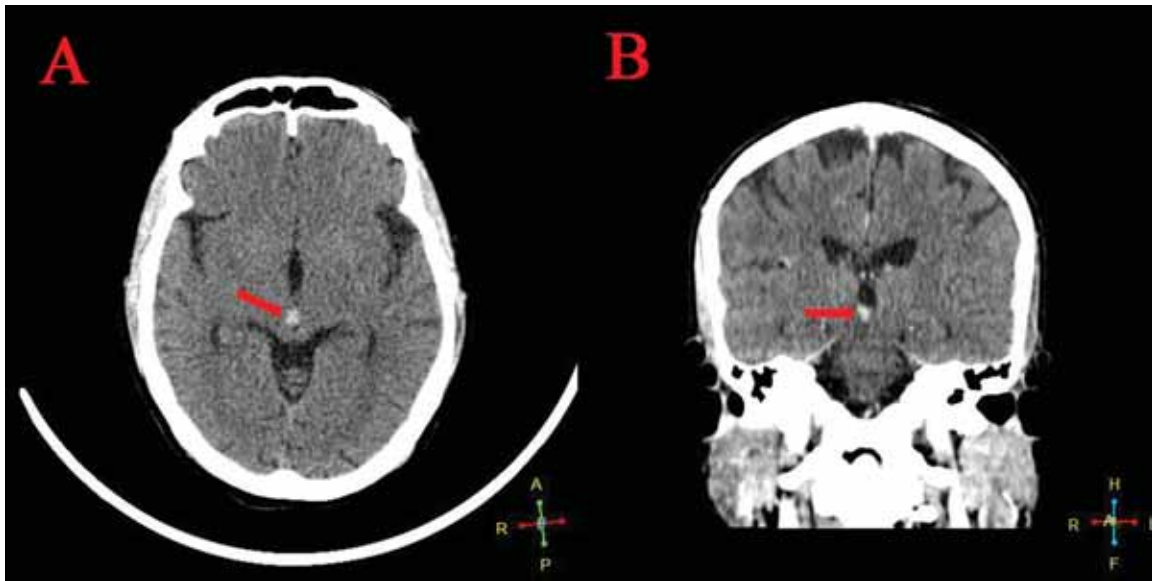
Computerized tomography demonstrated an increased small-signal density (arrows in A and B) located in the right side of paramedian midbrain. A: axial section. B: coronal section.
